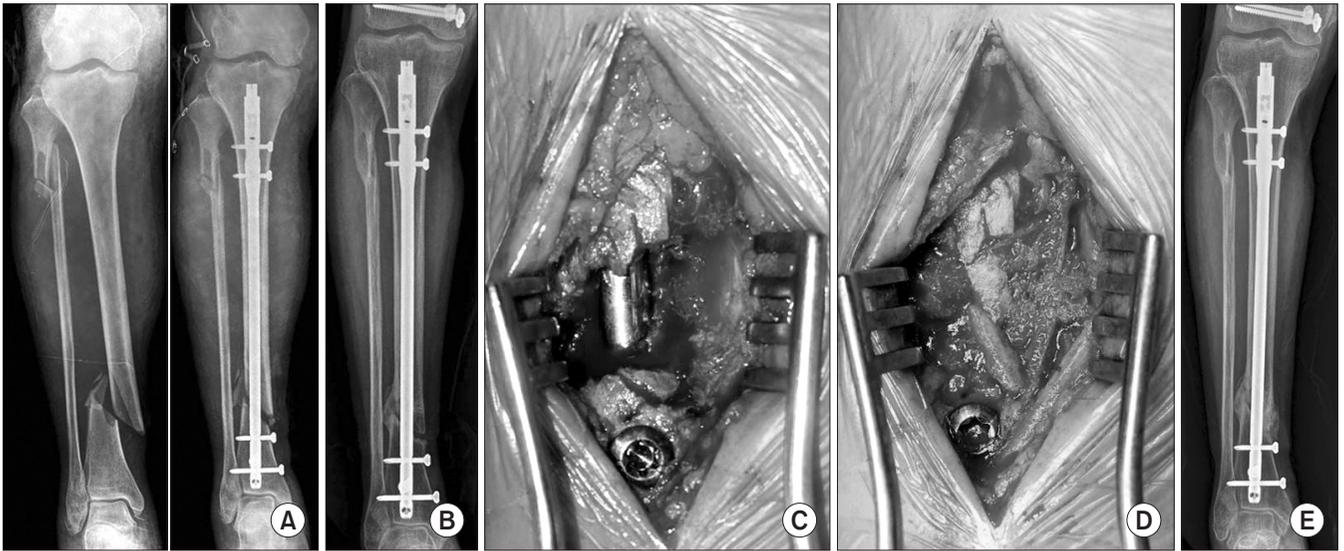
Nailing was done in open fracture of the distal tibia (A); however, the atrophic nonunion occurred without callus formation on the radiograph (B). Bone defect was observed at the fracture site (C), and autogenous bone graft was performed (D). (E) After 7 months, complete bone union was achieved.
